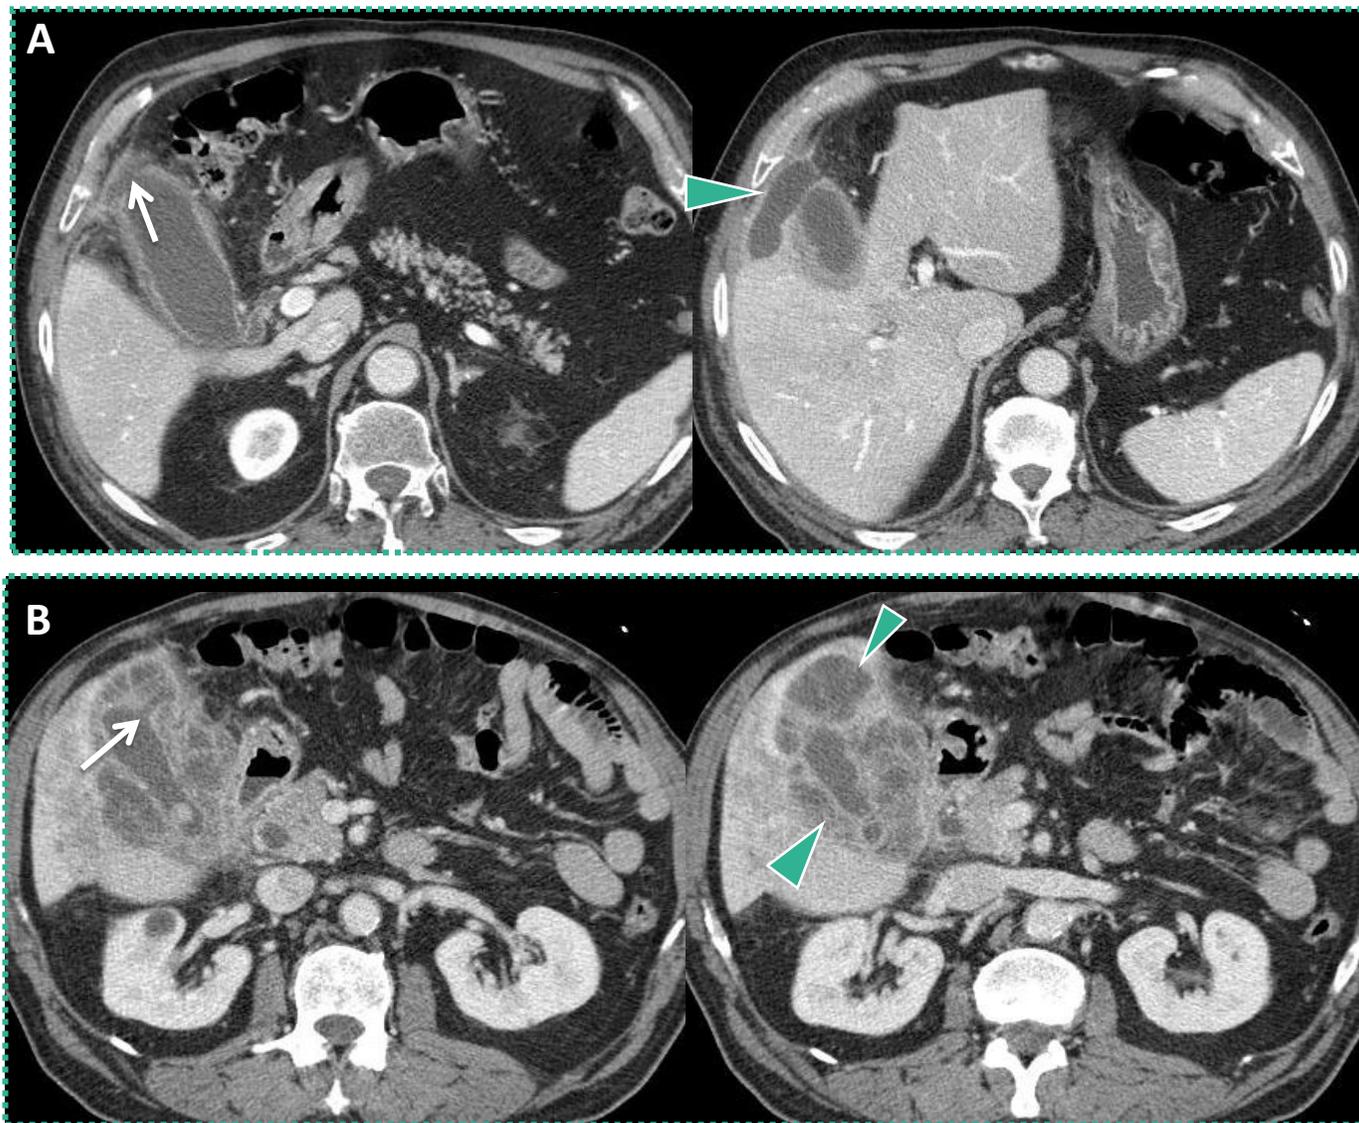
TC com contraste mostrando perfuração da vesícula biliar em dois pacientes diferentes (A e B) com colecistite aguda complicada por perfuração da parede, com representação do defeito focal da parede (setas) e abscessos pericolecísticos (pontas de seta).
